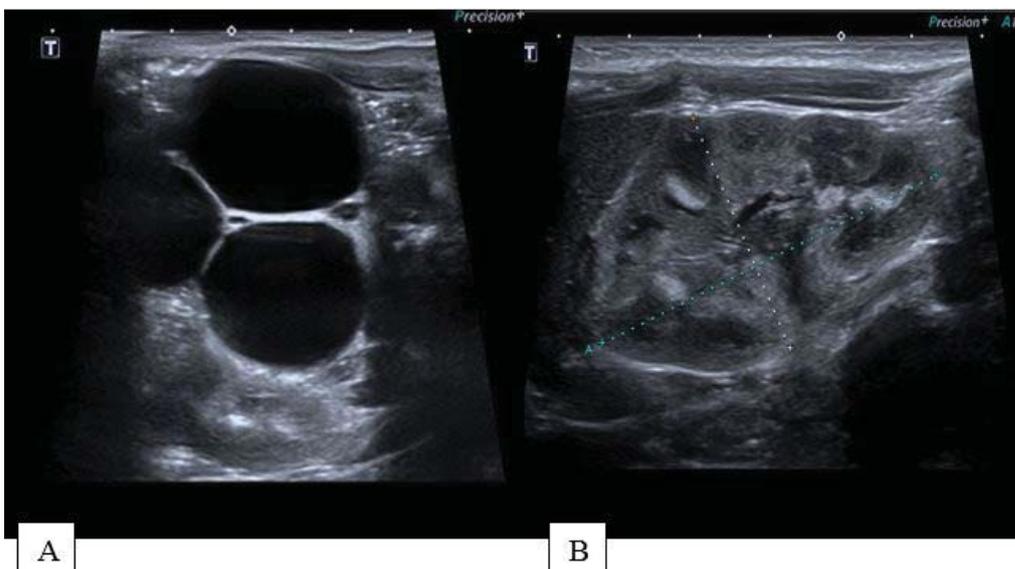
Ecografía postnatal. A: Riñón izquierdo multiquistoso. B: Riñón derecho normal.
